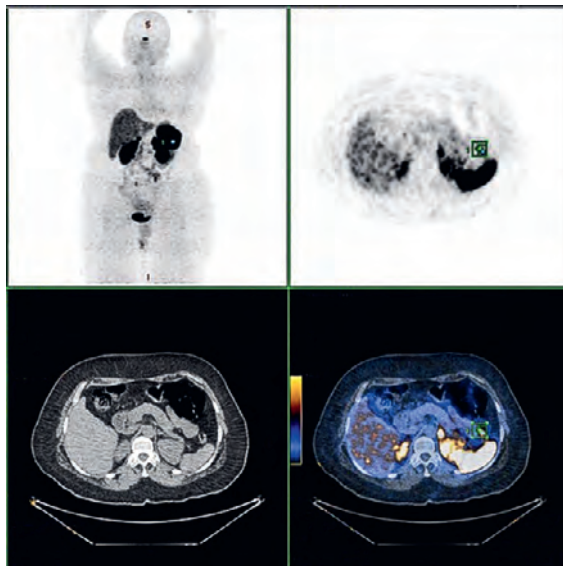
PET/CT avec 144 MBq 68Ga-DOTATATE: négatif. (Nous remercions la clinique de médecine nucléaire de l'hôpital universitaire de Zurich pour les images.)
